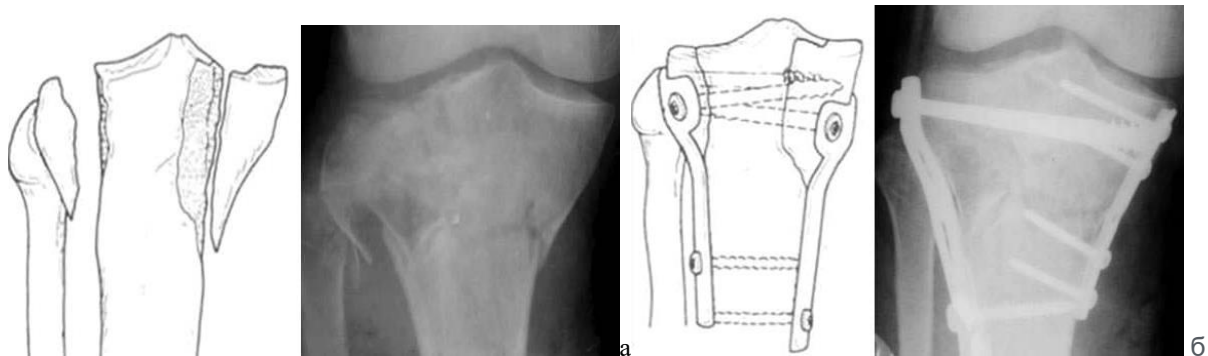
Схеми та фото рентгенограм – перелом Schatzker 5: а – до операції; б – після відкритої репозиції, фіксація проксимального метаепіфізу двома пластинками і гвинтами.
